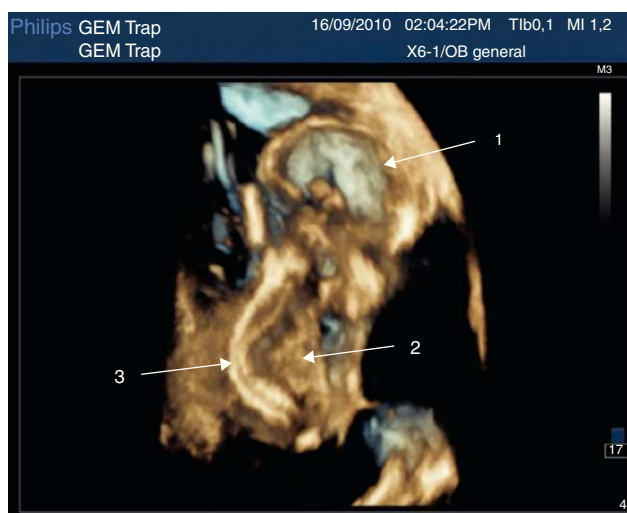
La imagen sagital del feto acardias muestra estructuras craneales (1), estructuras cardíacas (2) y columna vertebral (3). Imágenes tomadas con sonda 6-1 Mhz matrix (Philips Ultrasound).
